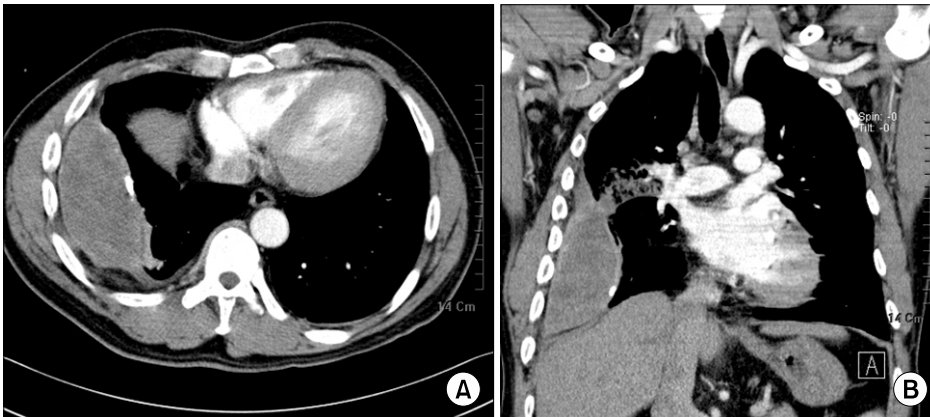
Chest CT on admission showed a large hematoma in the pleural space, which is budding to right lower lobe superior segment. It's surface is covered by dense fibrous tissue containing calcification. (A) Transverse section. (B) Coronal section.
